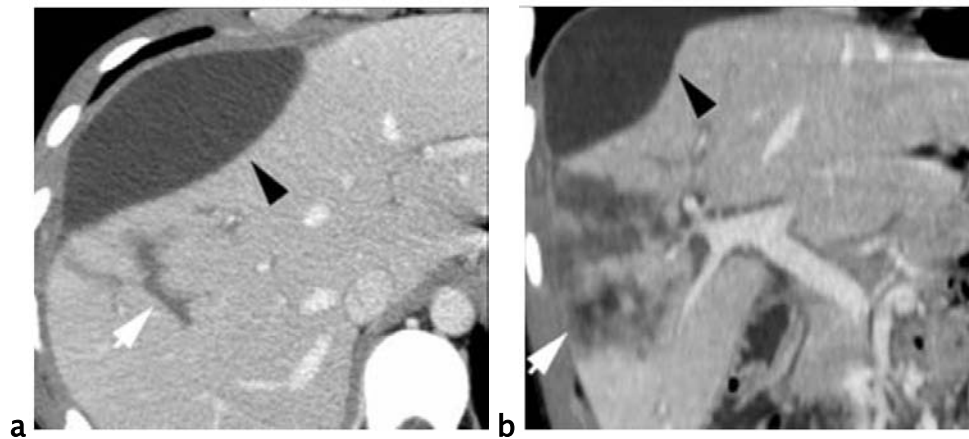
Lésions hépatiques en TDM. [15]
